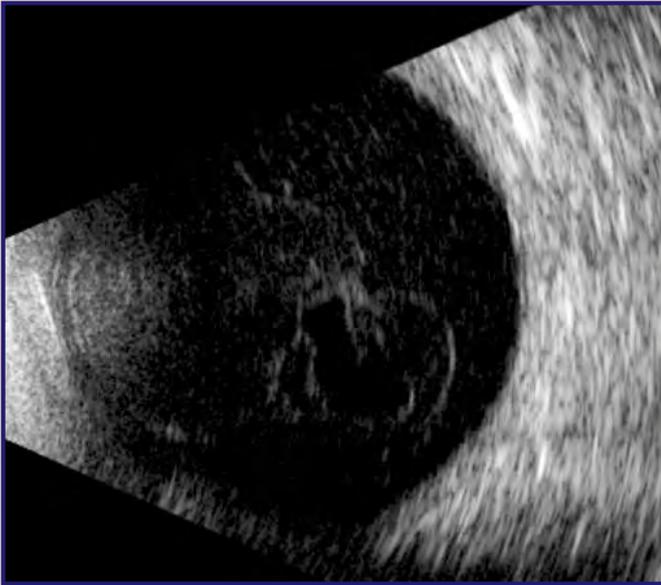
M.P. immagine ecografica B scan che evidenzia la corpuscolatura vitreale
